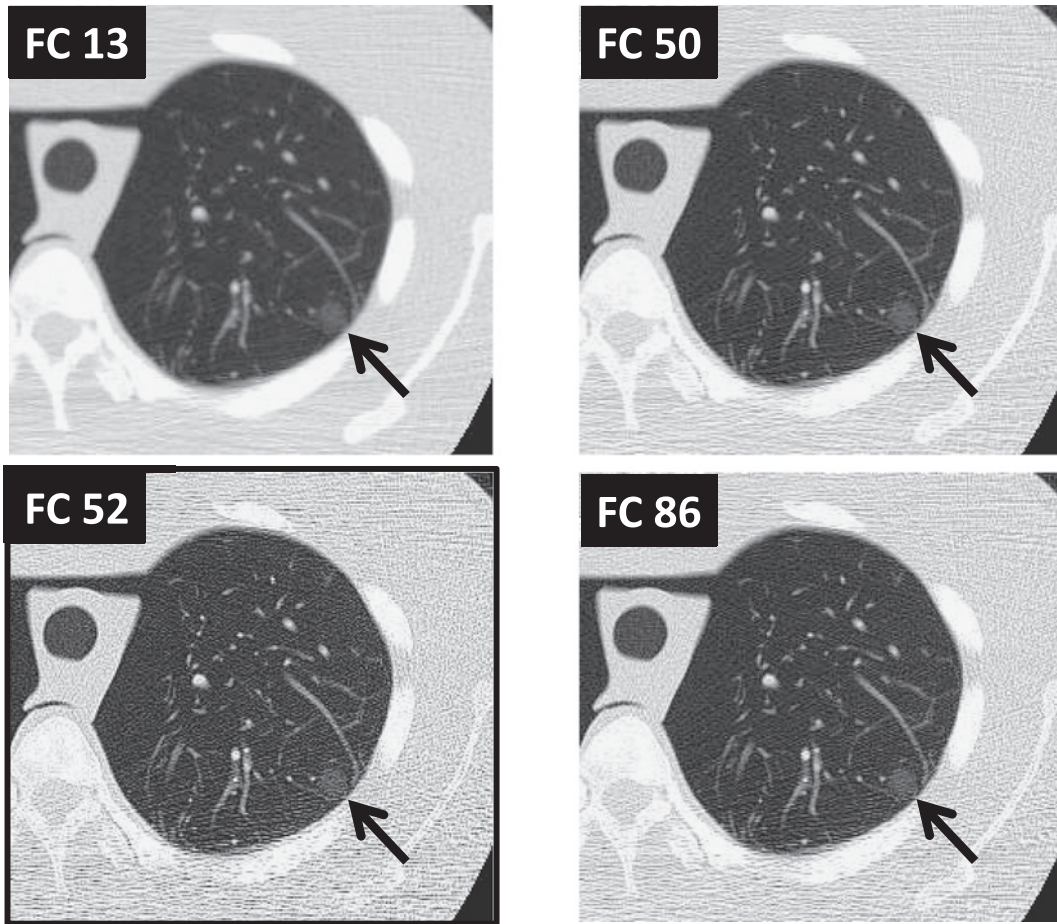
Changes of the lung phantom CT images by the reconstruction filters. The window width was 1500, and the X-ray dose was 10 mAs.
